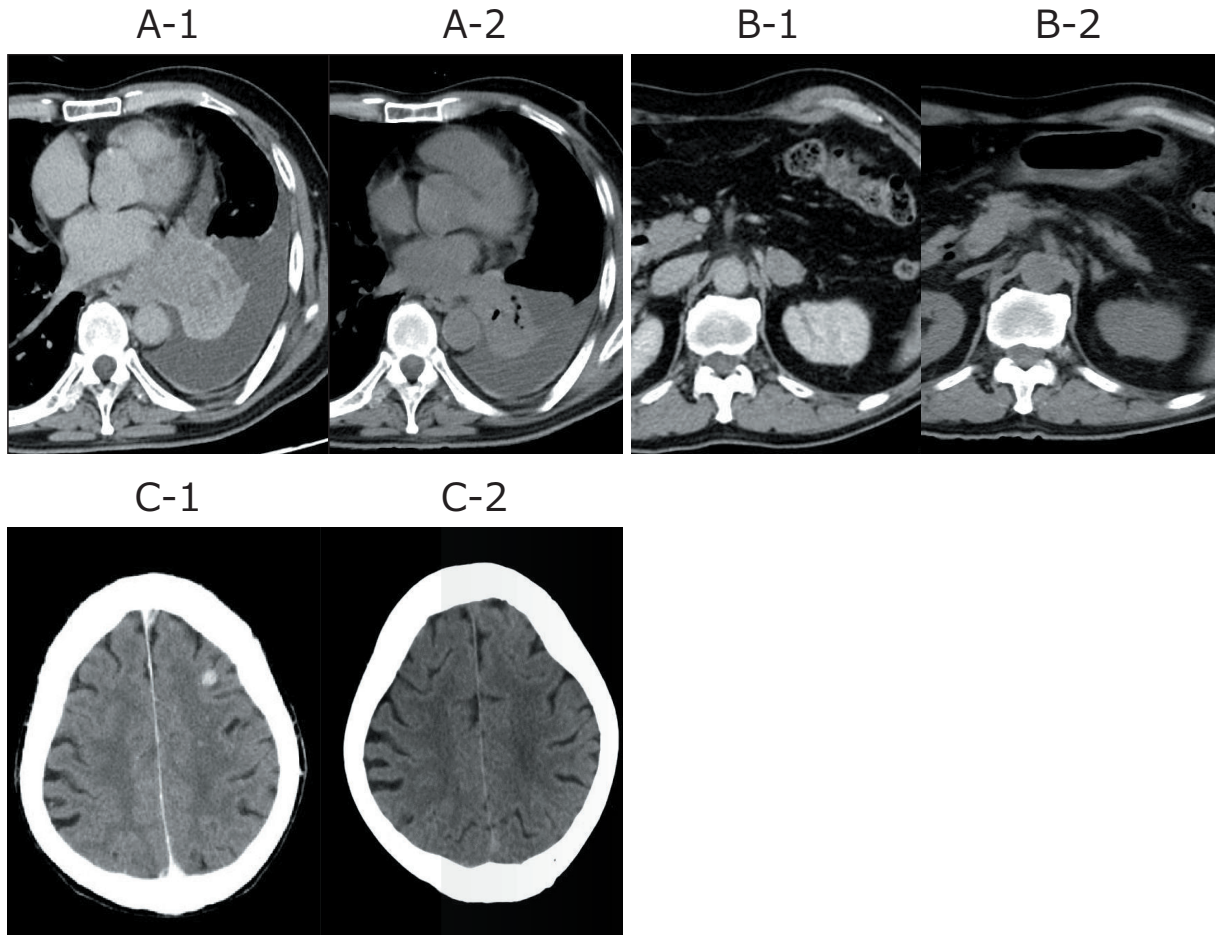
Computed tomography. The left panels (A, B, C-1) show contrast-enhanced CT scans at the time of the diagnosis, and the right panels (A, B, C-2) show plain CT scans obtained at the time of hospitalization. (A) The size of the tumor in left lower lobe of the lung and the volume of left pleural effusion was reduced. (B) The metastatic tumor in the left adrenal gland was also observed to have shrunk. (C) The changes in brain metastasis and cerebral edema were unclear on plain CT.
